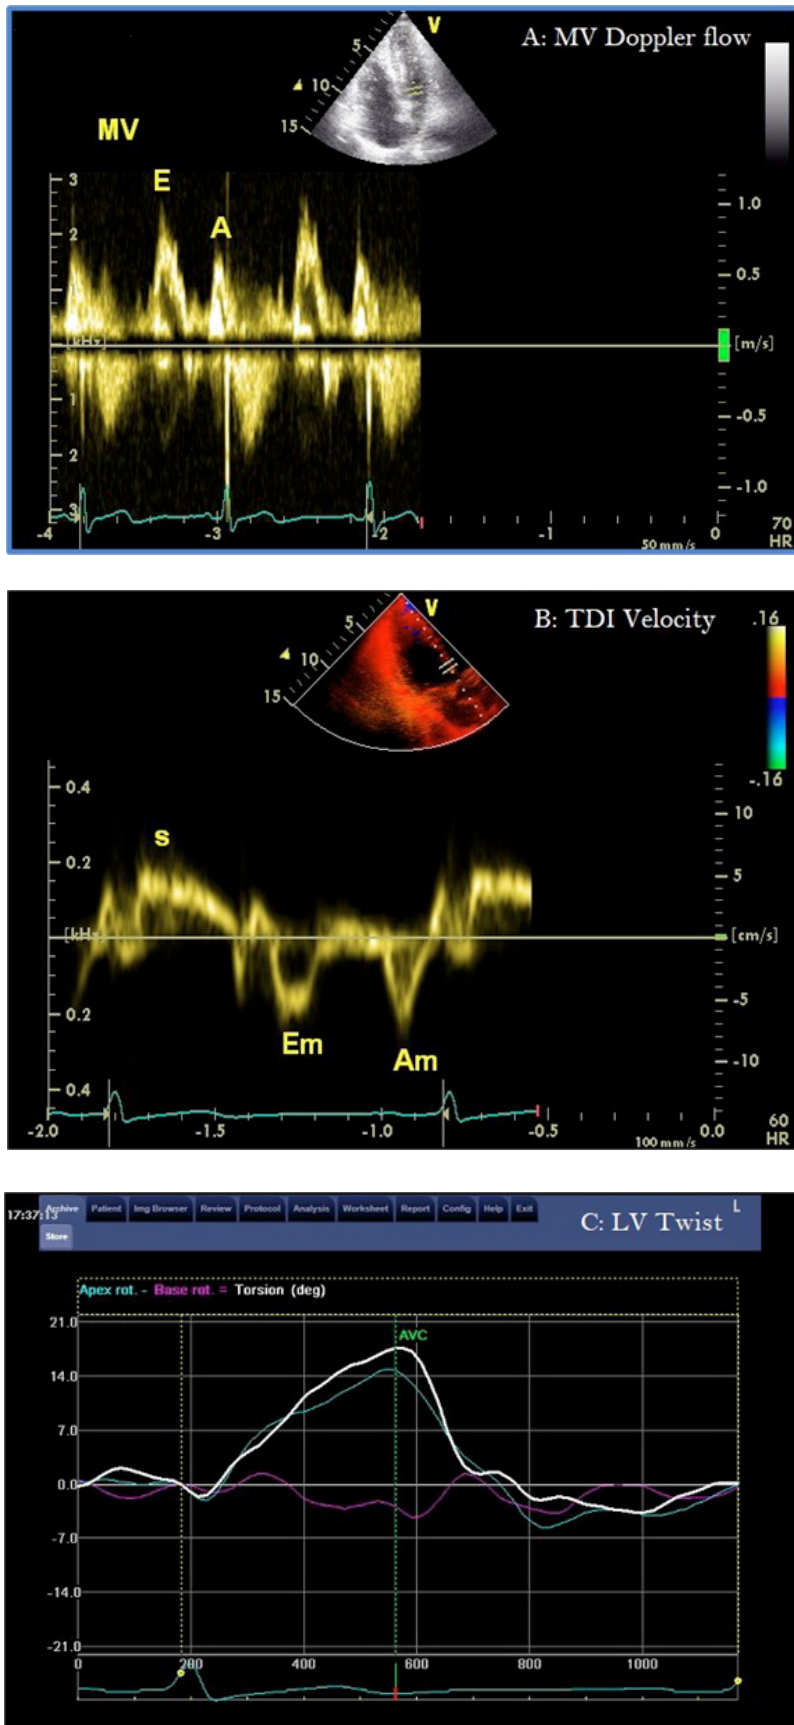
A: Mitral valve Doppler flow wave; B: Tissue Doppler imaging; C: Left ventricular twist assessment by tissue deformation imaging
